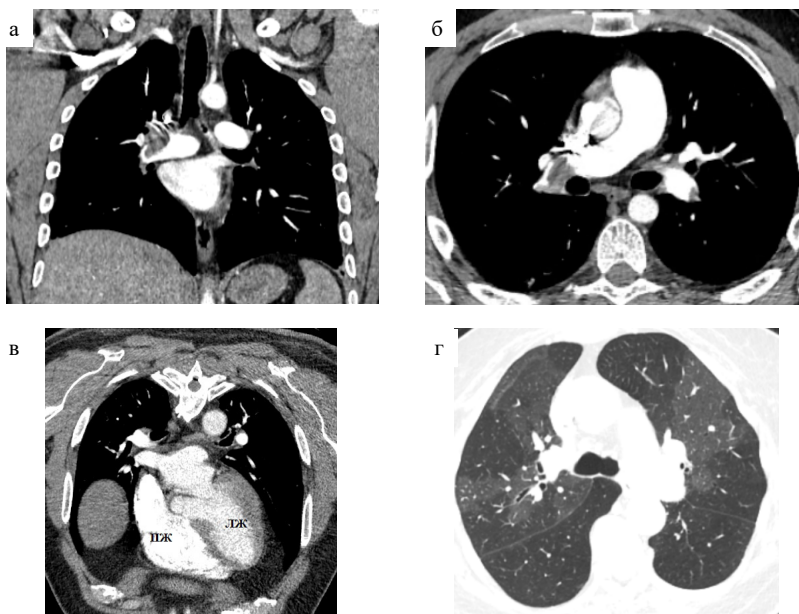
КТ легких. а — фронтальная реконструкция; б, в, г — аксиальные срезы. а — тромботические массы в просветах правой легочной артерии; б — тромб в просвете правой легочной артерии, ее верхнедолевой ветви, тромб в верхнедолевой ветви левой легочной артерии; в — расширение правого желудочка, г — «мозаичная перфузия» легких
